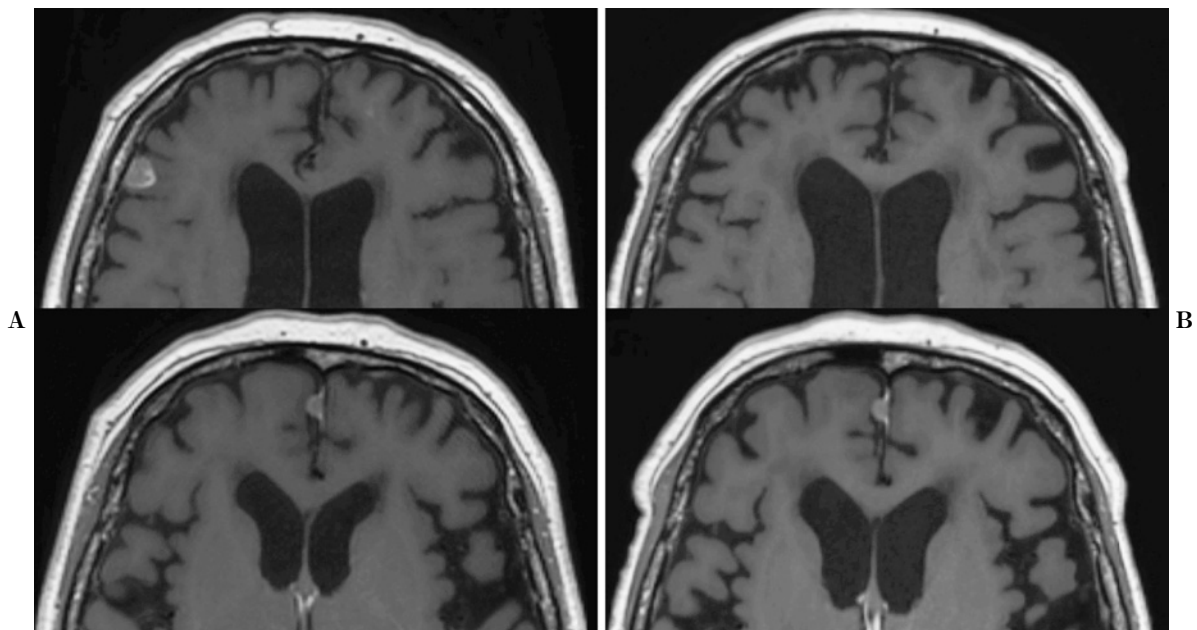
MRI images: (A) Pre-treatment images. Gadolinium (Gd) enhanced T1-weighted images show high intensity lesions in the right frontal lobe (Upper row) and falx cerebri (Lower row). (B) Six weeks after irradiation. Gd enhanced T1-weighted images reveal a good response of the lesion in the right frontal lobe (Upper row) and no progression of the lesion in the falx cerebri (Lower row).
